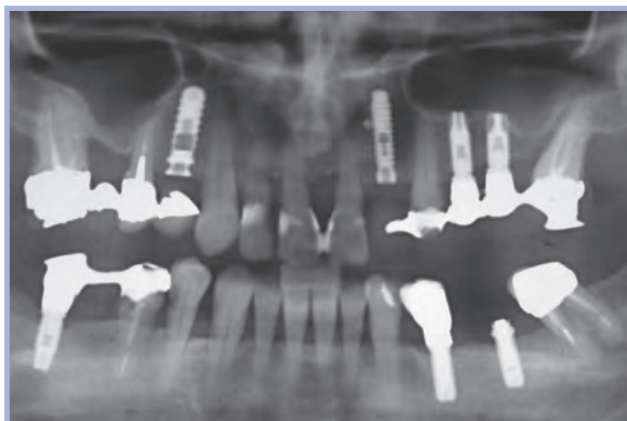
Ortopantomografia con vari sistemi implantari tutti perfettamente osteointegrati
